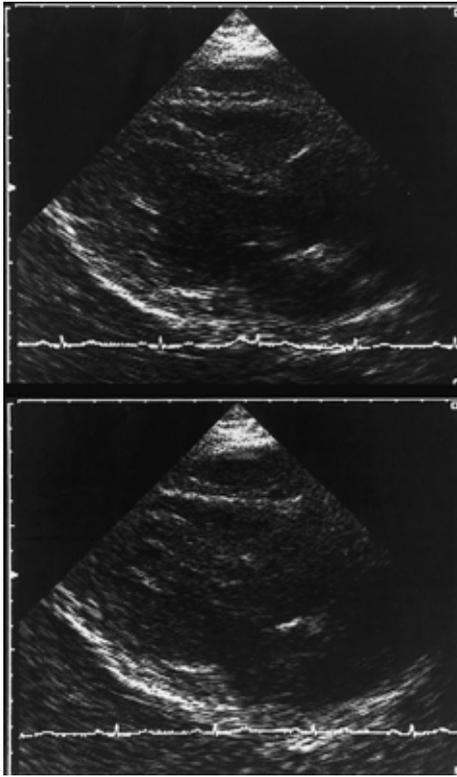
Echocardiography on first admission shows mild pericardial effusion without asynergic movement.
